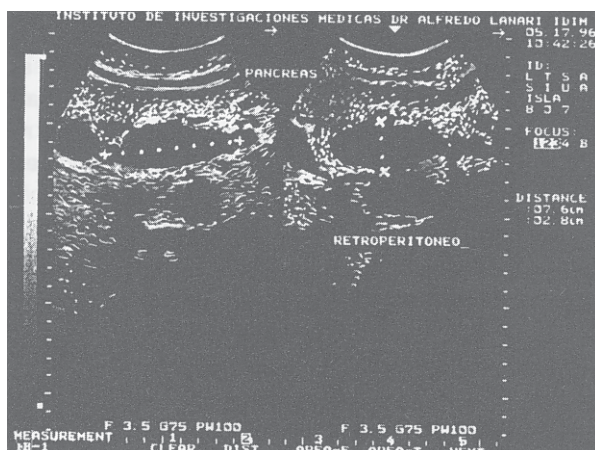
Ecografía. Páncreas con estructura alterada; en cuerpo formación sólida, hipocóica, heterogénea, 7.6 cm (El contraste de la imagen ha sido resaltado).
